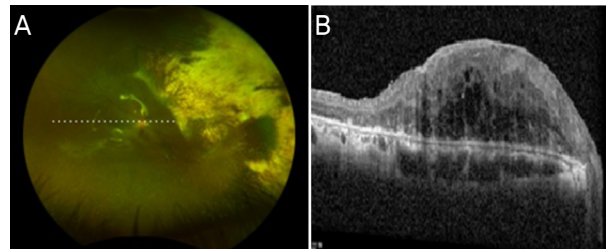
Postop images of the patient with large choroidal melanoma in the right eye at postoperative 2 years. (A) Fundus image of the right eye after removal of choroidal mass. Choroidal mass was well removed and no sign of residual tumor or recurrence was noted. (B) Optical coherence tomography image of right eye fovea showing some intraretinal fluid and epiretinal membrane.
